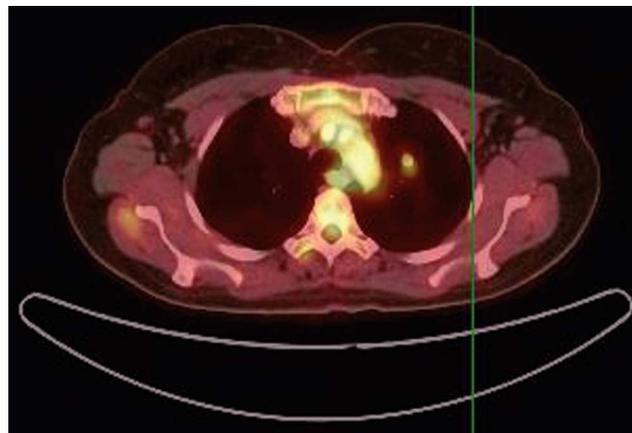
Anterior de lóbulo superior de pulmón derecho que mide 9 mm de diámetro con SUV máx de 1.
